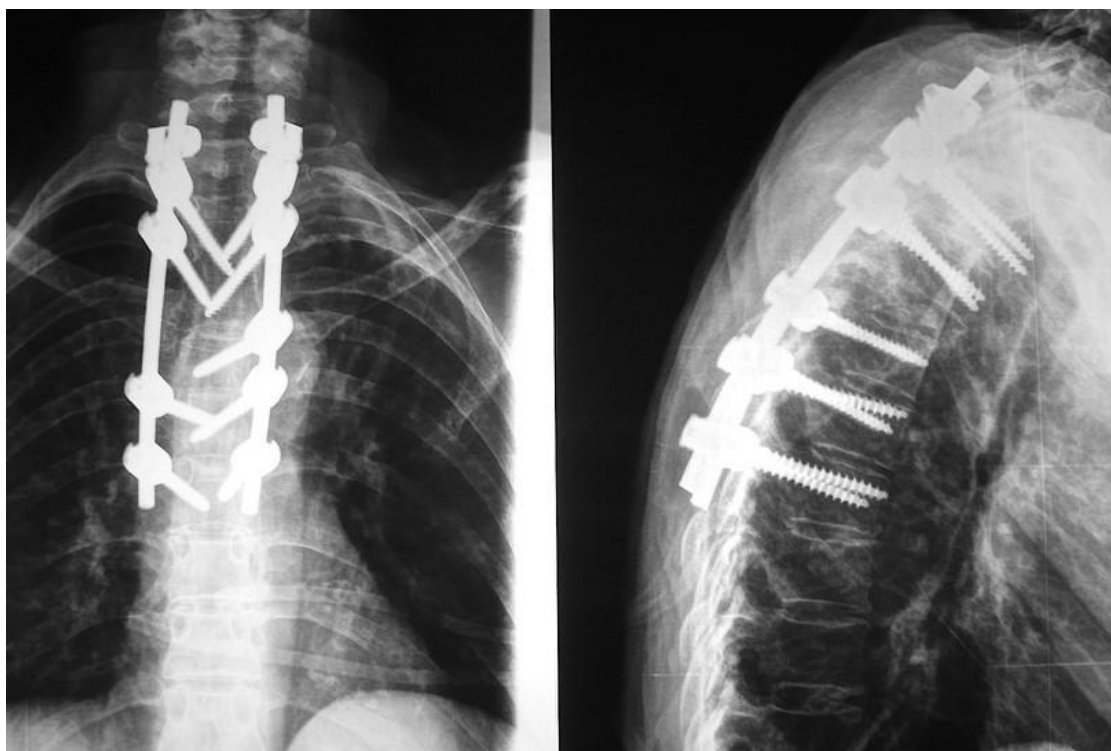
Рентгенограммы в прямой и боковой проекциях пациентки В., 59 лет после операции: транспедикулярная фиксация Th2-Th3-Th5-Th6-Th7; ламинарная фиксация Th1; декомпрессивная ламинэктомия Th4; резекция опухоли; циркулярная декомпрессия дурального мешка
